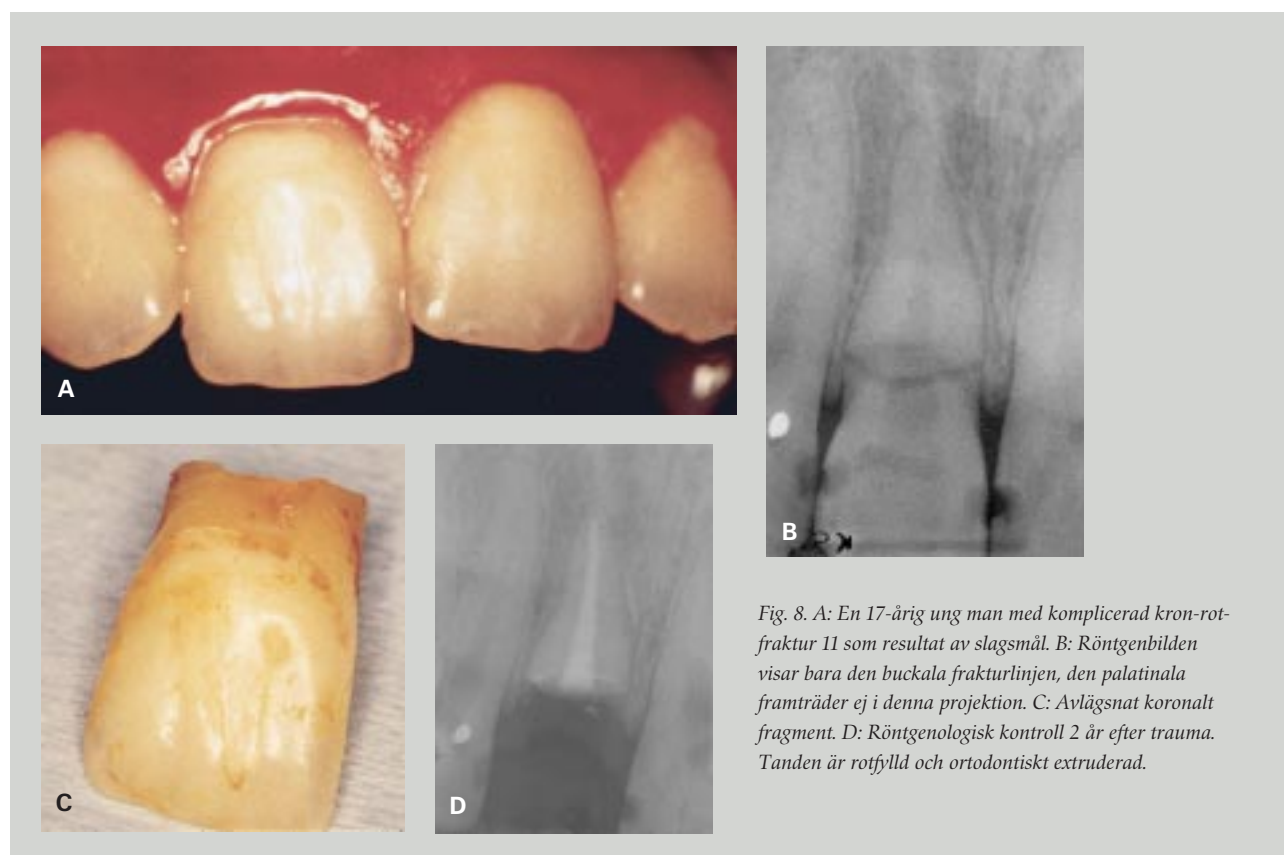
A: En 17-årig ung man med komplicerad kron-rot-fraktur II som resultat av slagsmål. B: Röntgenbilden visar bara den bukkala frakturlinjen, den palatinala framträder ej i denna projektion. C: Avlägsnat koronalt fragment. D: Röntgenologisk kontroll 2 år efter trauma. Tandens rot är rotfylld och ortodontiskt extruderad.
